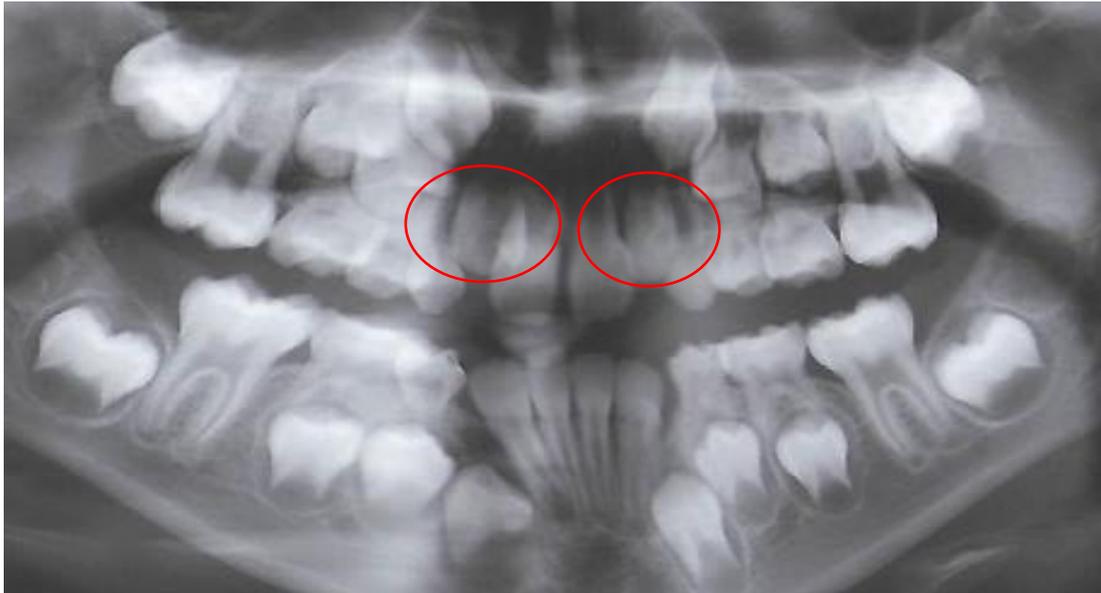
Radiografía panorámica y lateral de cráneo del paciente B.S.C
